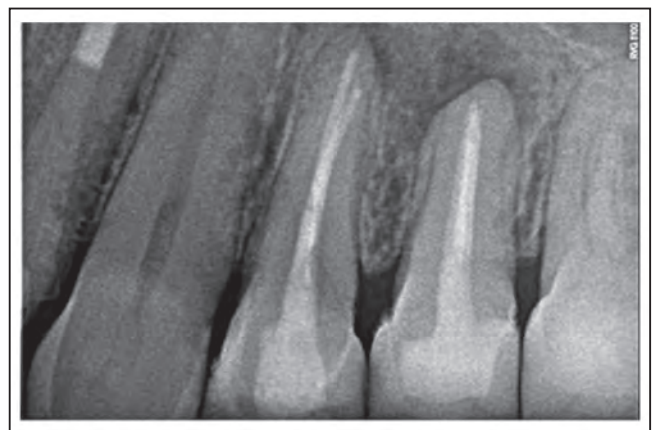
Radiografía periapical de control a los 6 meses.
